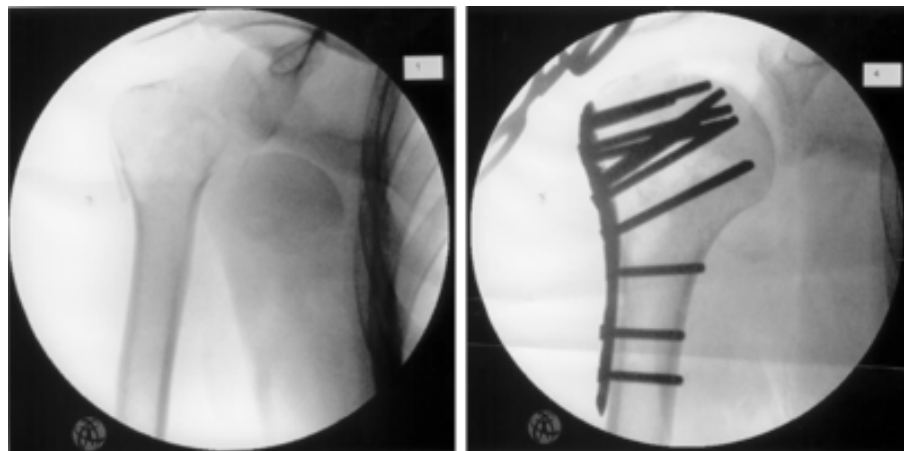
Intraoperative Röntgenaufnahmen
